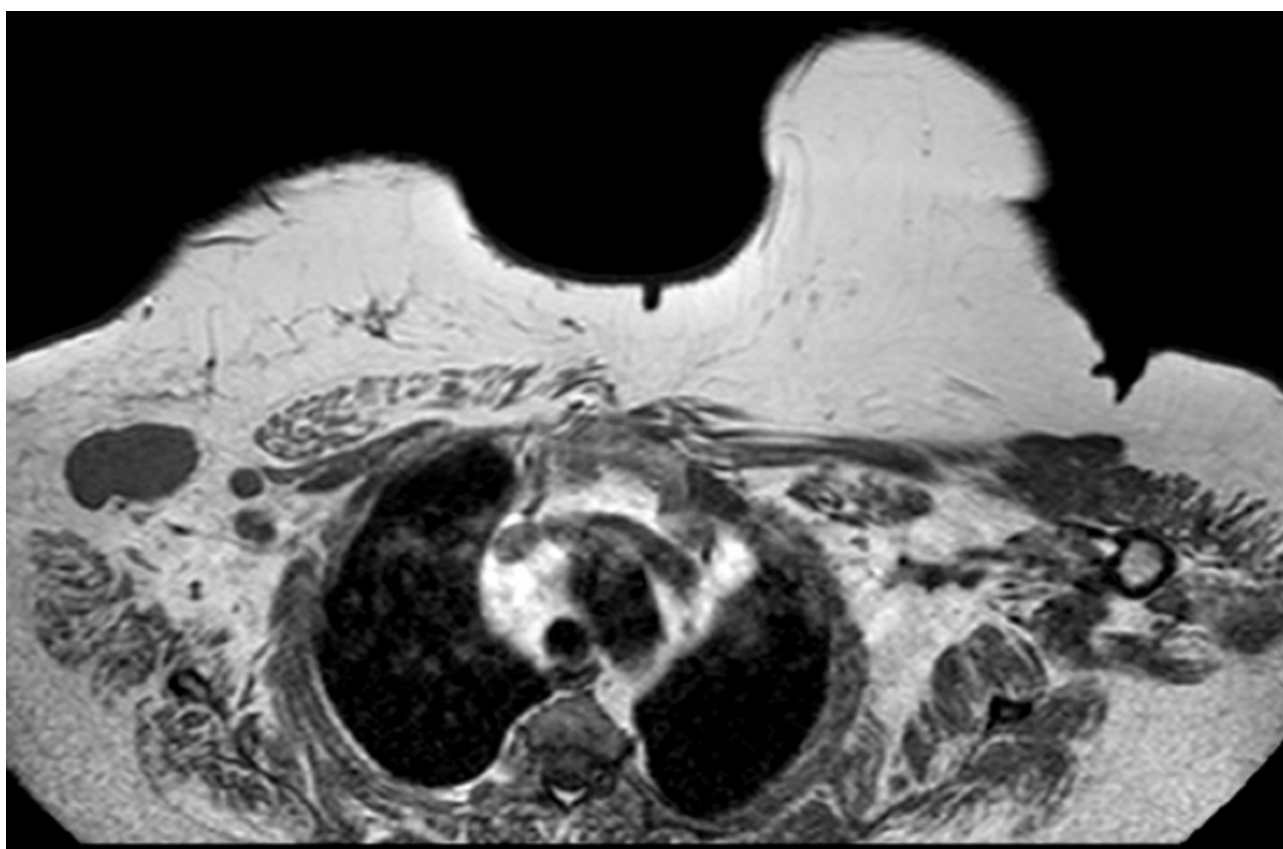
RM. Imagen potenciada en T1 en la que se observa la adenopatía axilar derecha anteriormente biopsiada
